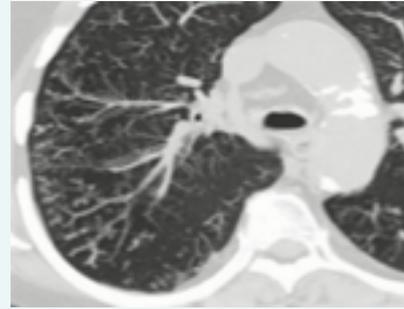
Coupe axiale TDM en MIP : détection des nodules et inflammation des petites voies aériennes : aspect d'arbre en bourgeon.
